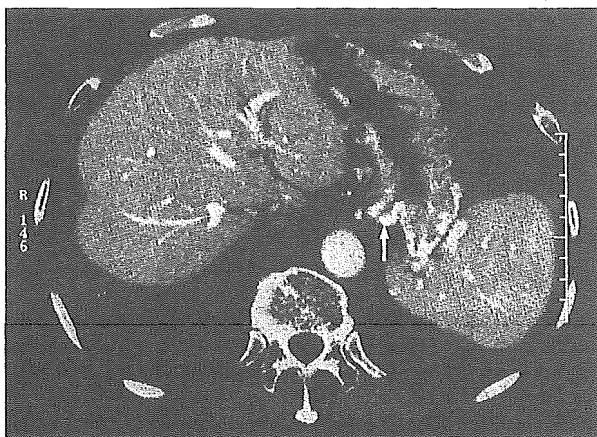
Submucosal varices (arrow) on CT.
